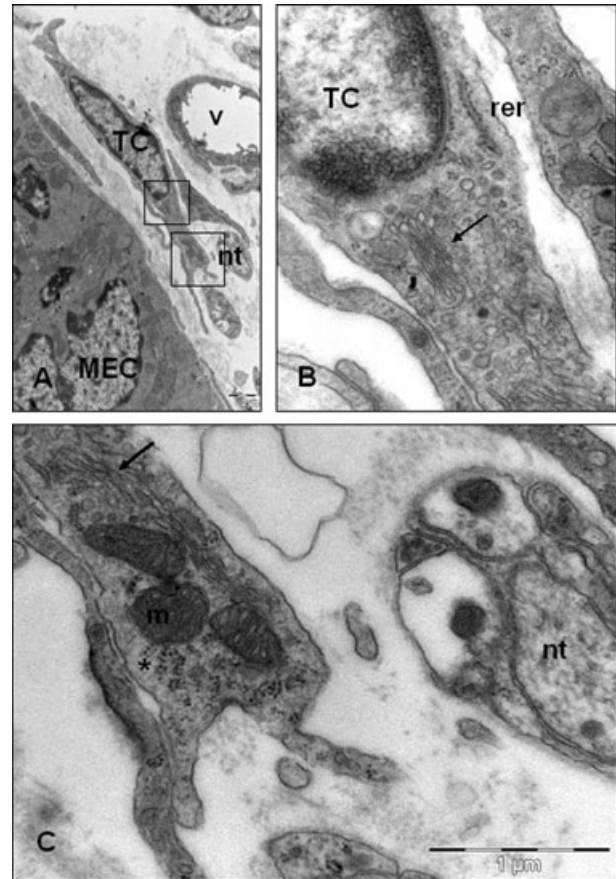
Telocyte typical ultrastructural features. (A) Telocytes are found in close opposition to nervous trunks (nt) and blood vessels (v). Square marked area in (A) are enlarged in (B) and (C). (B, C) The perinuclear cytoplasm contains a small Golgi complex (arrows), elements of rough endoplasmic reticulum (rer) and distally, presents abundant mitochondria (m) and polyribosomes (asterisks). In this case, the surface cell membranes not covered with a basal lamina. TC: telocyte; MEC: mucosal epithelial cell.
